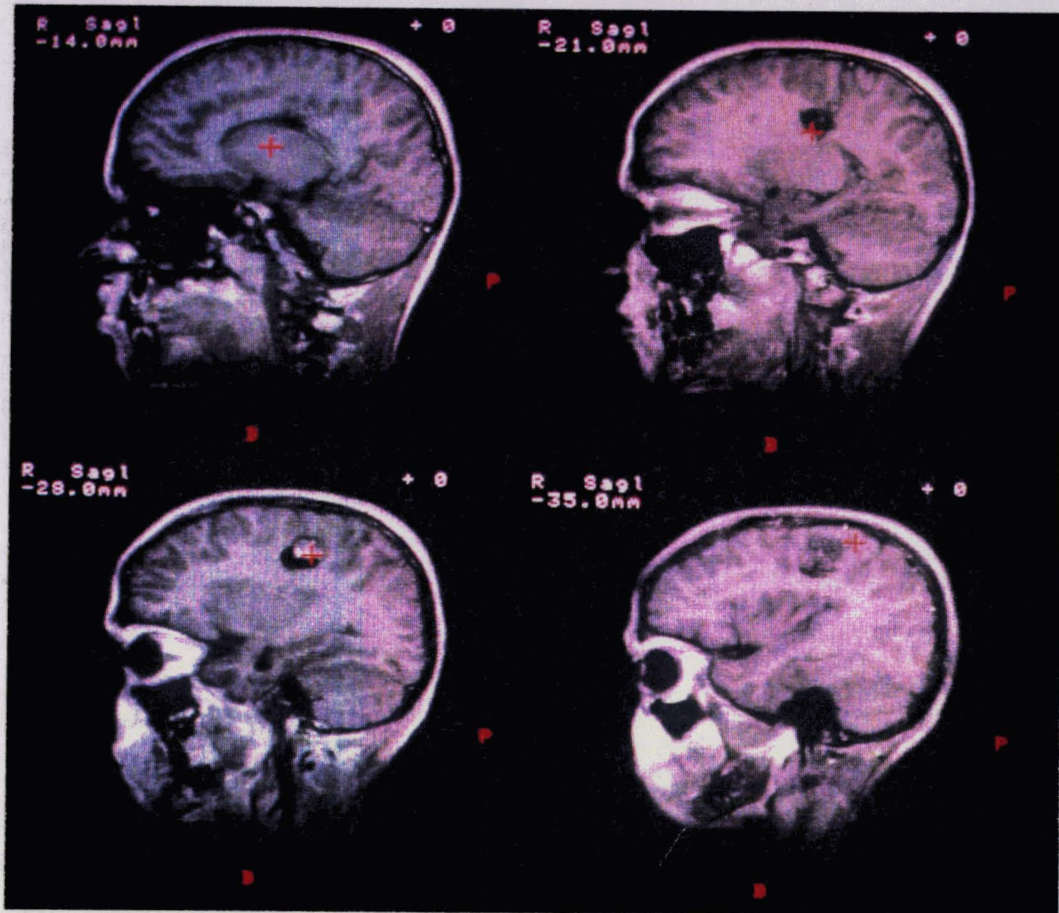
e- Intersections successives du trajet avec les coupes IRM axiales.
